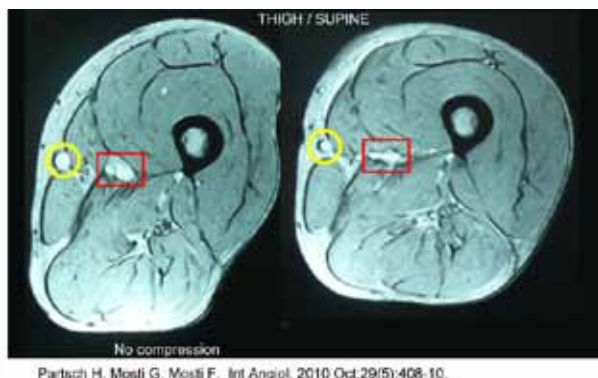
MRT / Oberschenkelquerschnitt im Liegen, links ohne, rechts unter einem Spitalstrumpf, welcher in Höhe des untersuchten Segments einen Druck von 6 mmHg aufweist. Dieser Druck reicht aus, um oberflächliche und tiefe Venen einzuengen (und die Beinconfiguration mehr kreisförmig zu gestalten).
